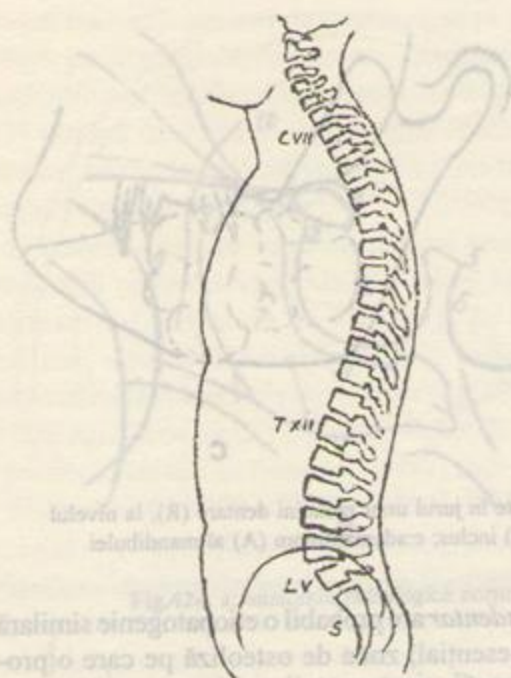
Schiță anatomică reprezentând curbura coloanei vertebrale în plan sagital (stînga). Imagine RMN în plan sagital a regiunilor toracală inferioară, lombară și sacrală ale coloanei (dreapta).
